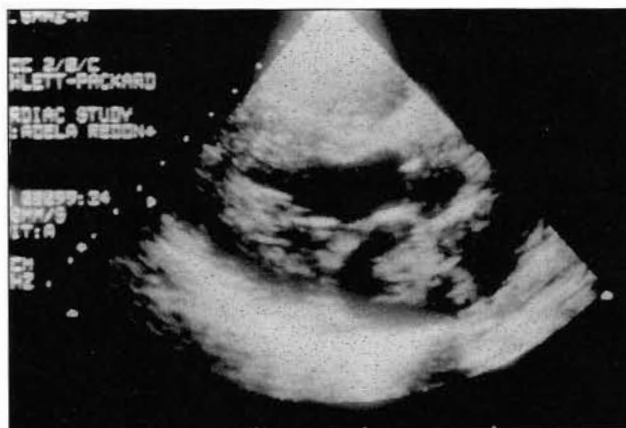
Ecocardiografía: Tumoración pediculada que ocupa la cavidad auricular izquierda.
